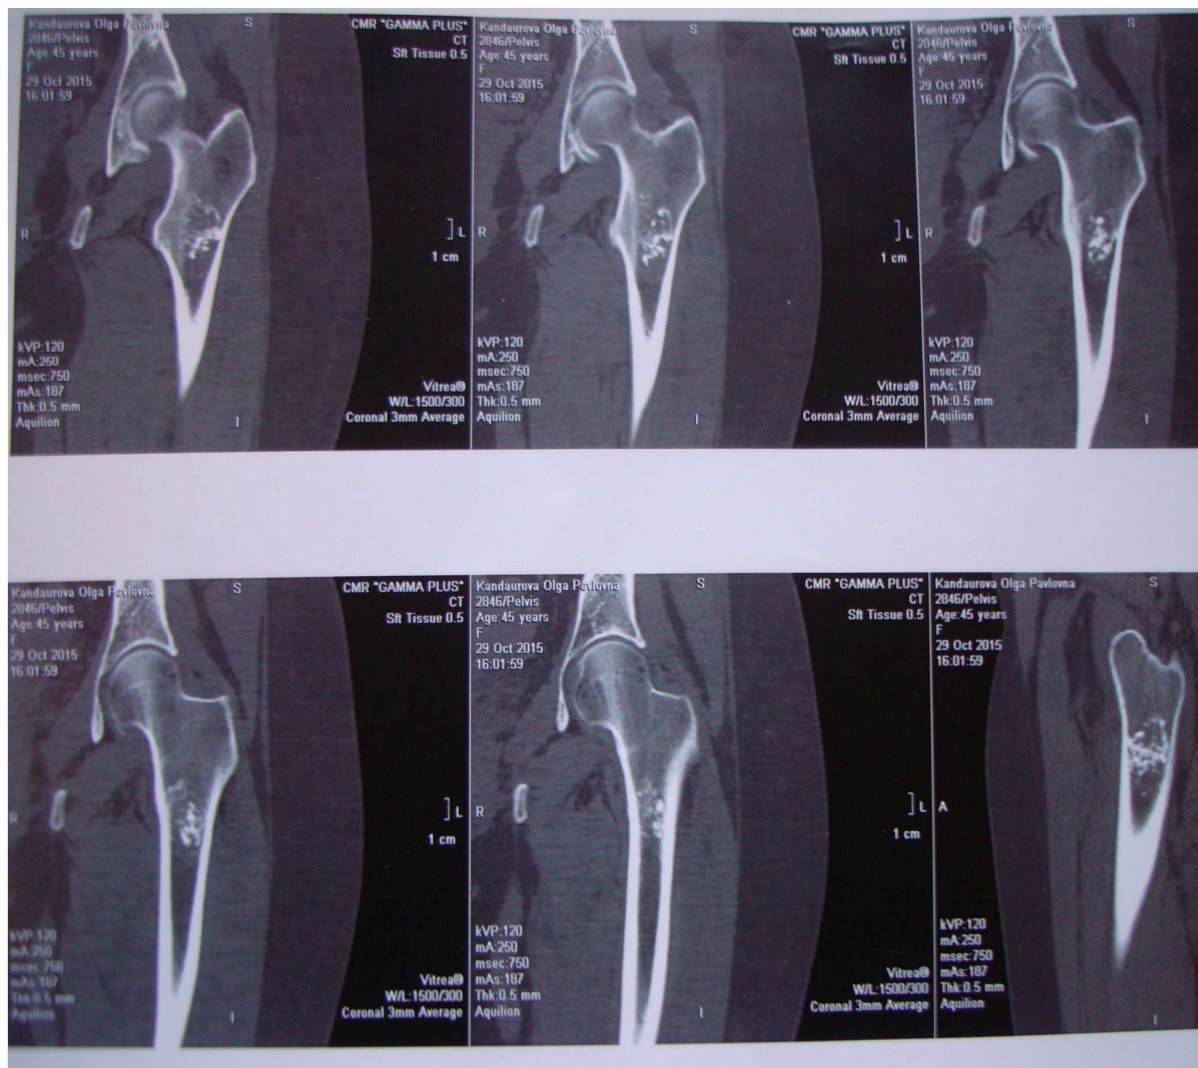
Компьютерная томография левой бедренной кости.
